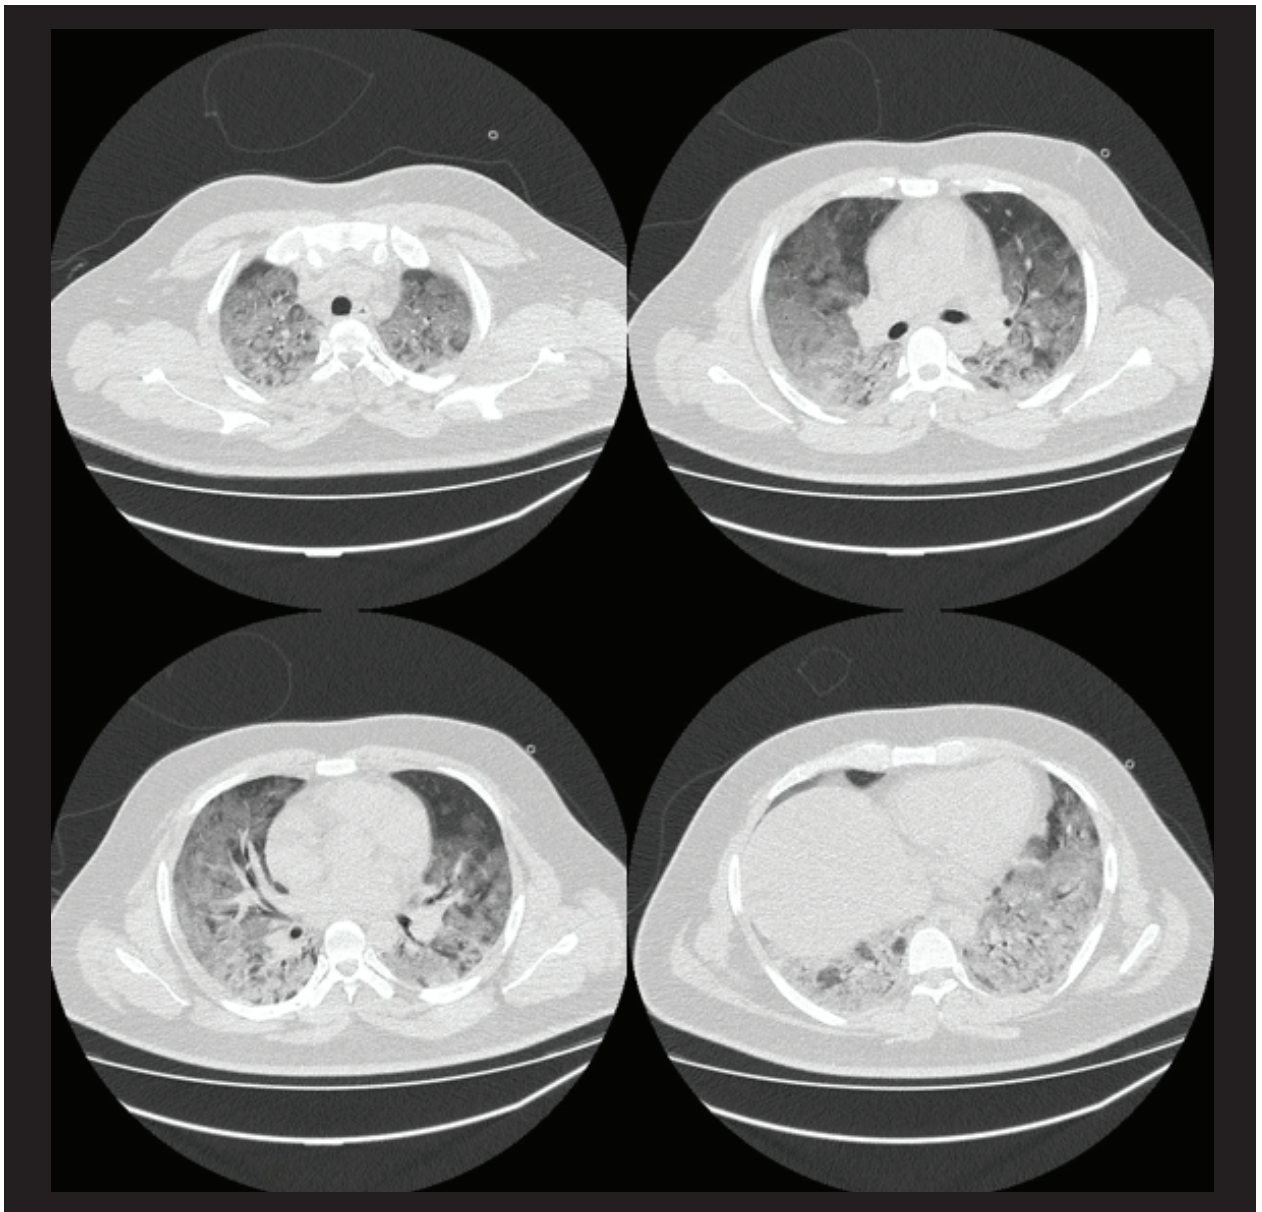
Tomografía pulmonar que muestra infiltrado alveolo-intersticial difuso en ambos pulmones.
